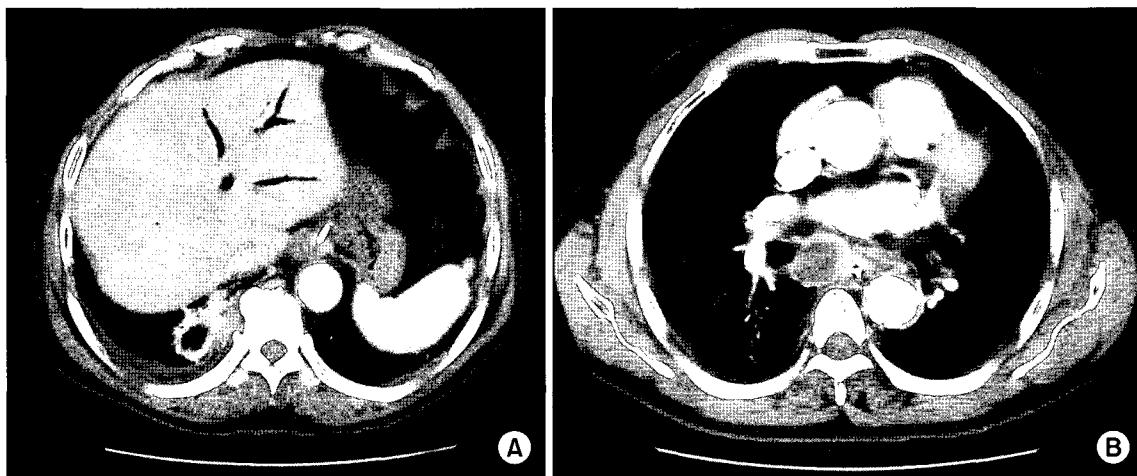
(A) Chest computed tomogram shows $5.3 \times 3 \times 2.5$ cm sized cavitary mass in right lower lobe and pleural thickening. (B) Chest computed tomogram shows enlarged subcarinal lymph node contained necrotic portion.
